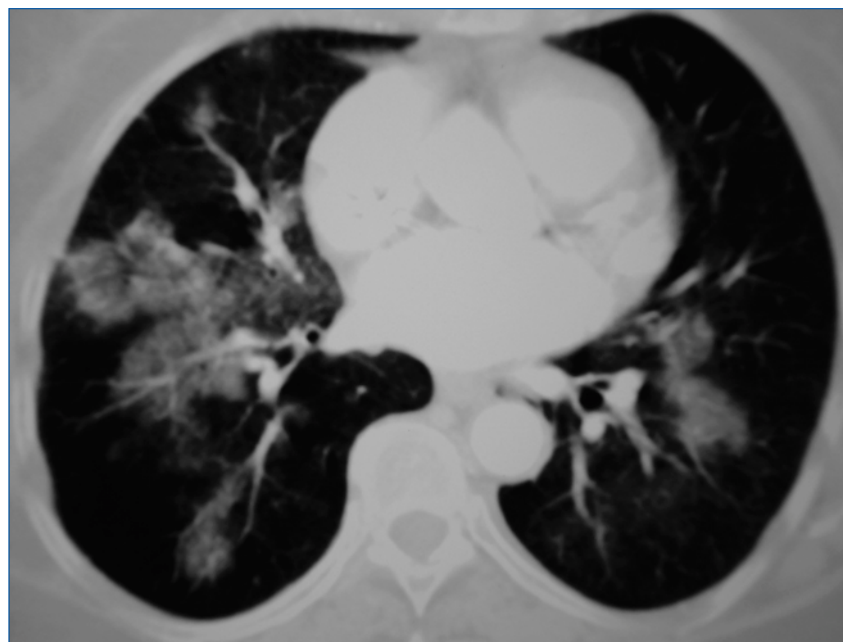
TAC. Opacidades heterogéneas con broncograma aéreo en localización alveolar.
